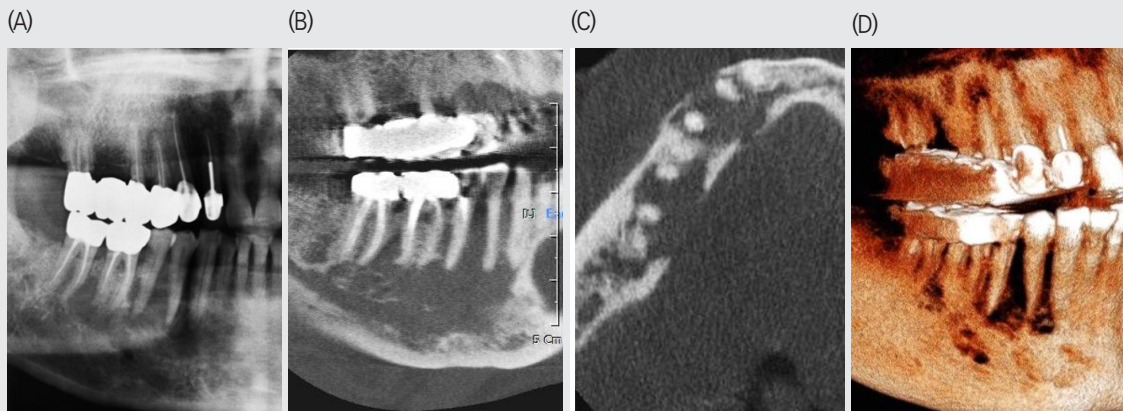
CBCT 영상을 통해 하악골의 광범위한 골병소를 확인한 증례
